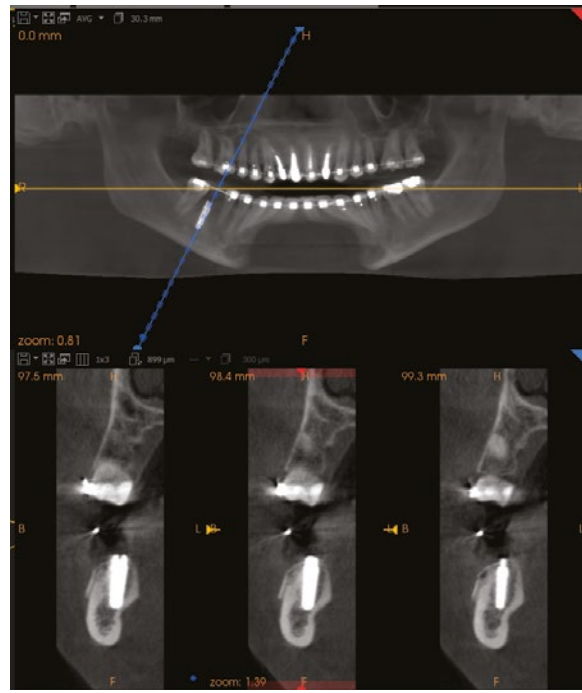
CBCT após a cirurgia.
